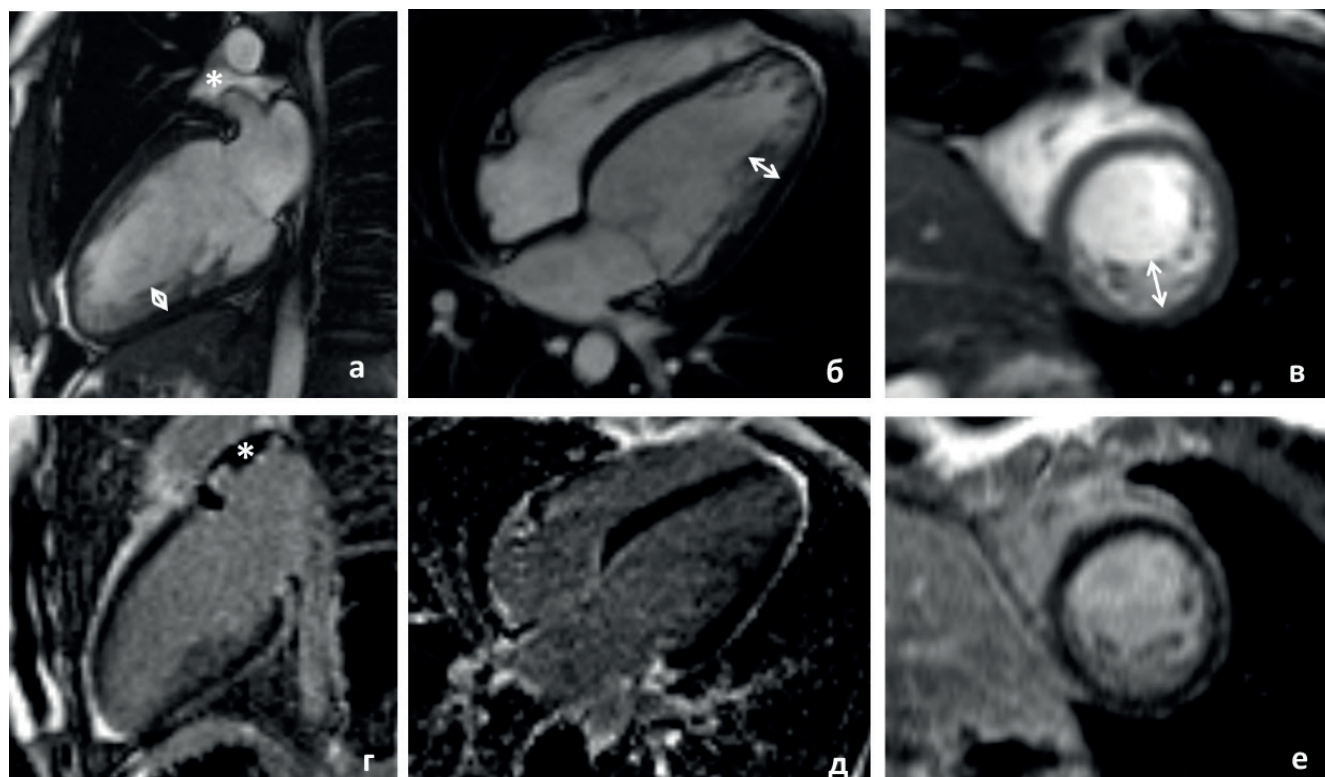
МРТ сердца пробанда (II-2). (а-в) кино-режим, SSFP-последовательность:
